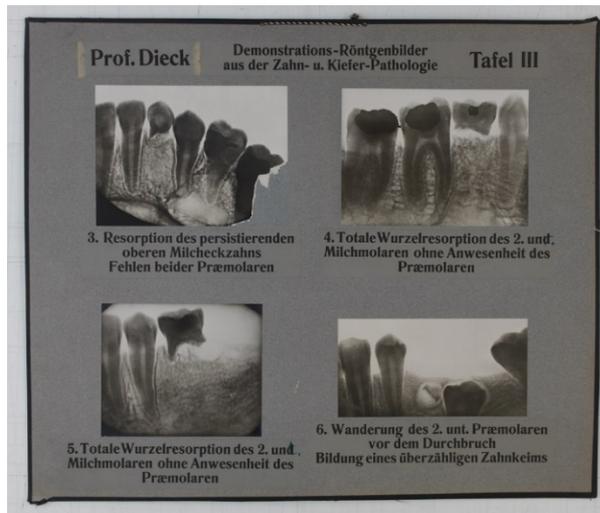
Röntgentafel LT 80¹
